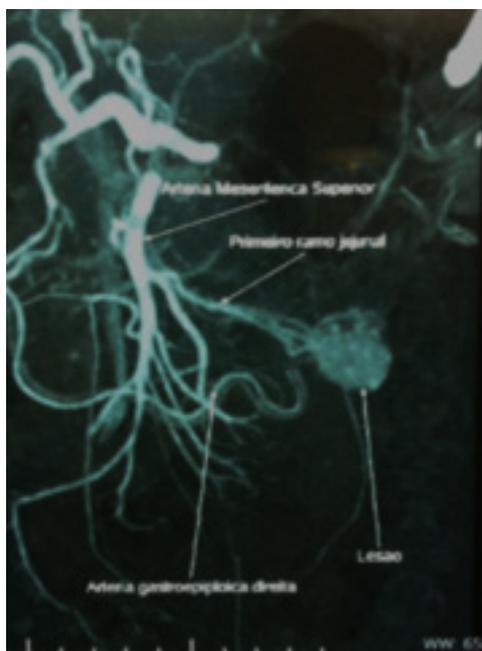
Angiotomografia, lesão hipervascular em jejunum proximal.
